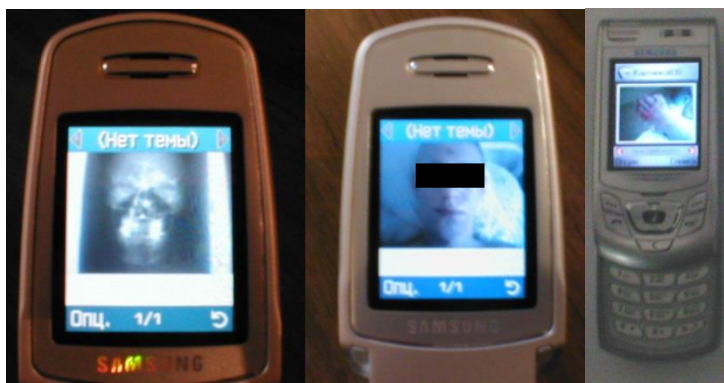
Оцифрованная медицинская информация на экране мобильного телефона (рентгенограмма, locus morbi)
